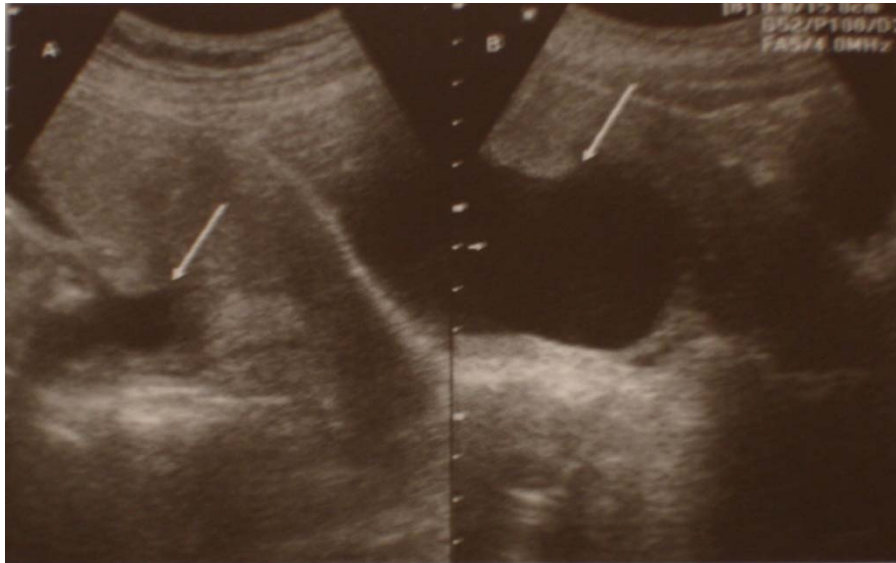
Ultrassonografia via transabdominal (a-bexiga cheia; b- bexiga vazia).
